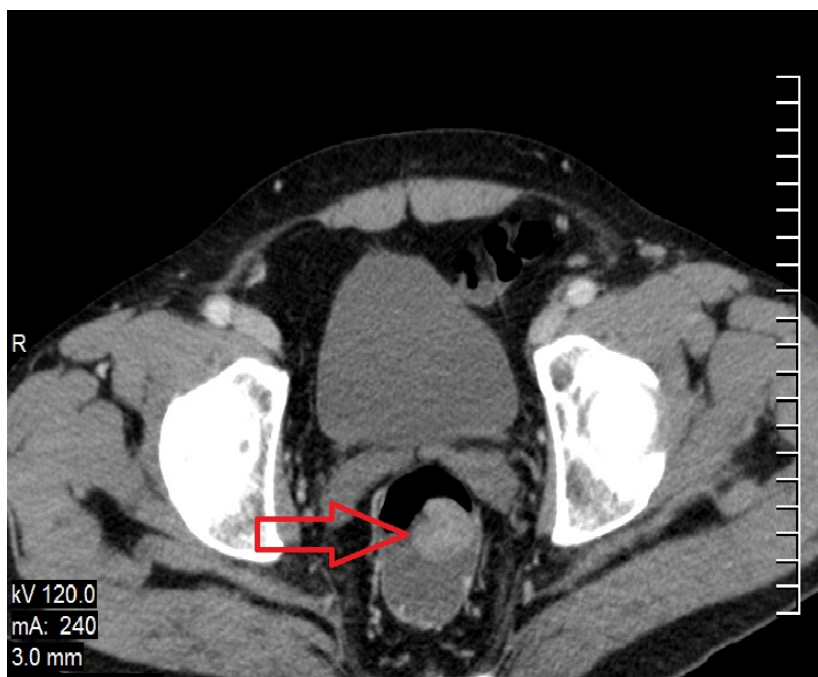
Компьютерная томография органов малого таза пациента Ф., И/Б 3521 – 2008, крупная ворсинчатая аденома прямой кишки до 5,0 см в диаметре, располагающаяся по задней стенке. Опухоль не инфильтрирует стенку кишки, измененных регионарных лимфатических узлов нет.
